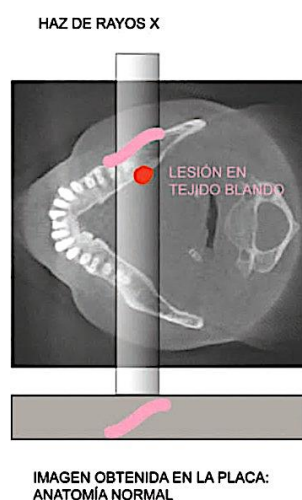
Lesión situada en tejido blando que no se visualiza en la radiografía por encontrarse eclipsada por la cortical basal mandibular.
